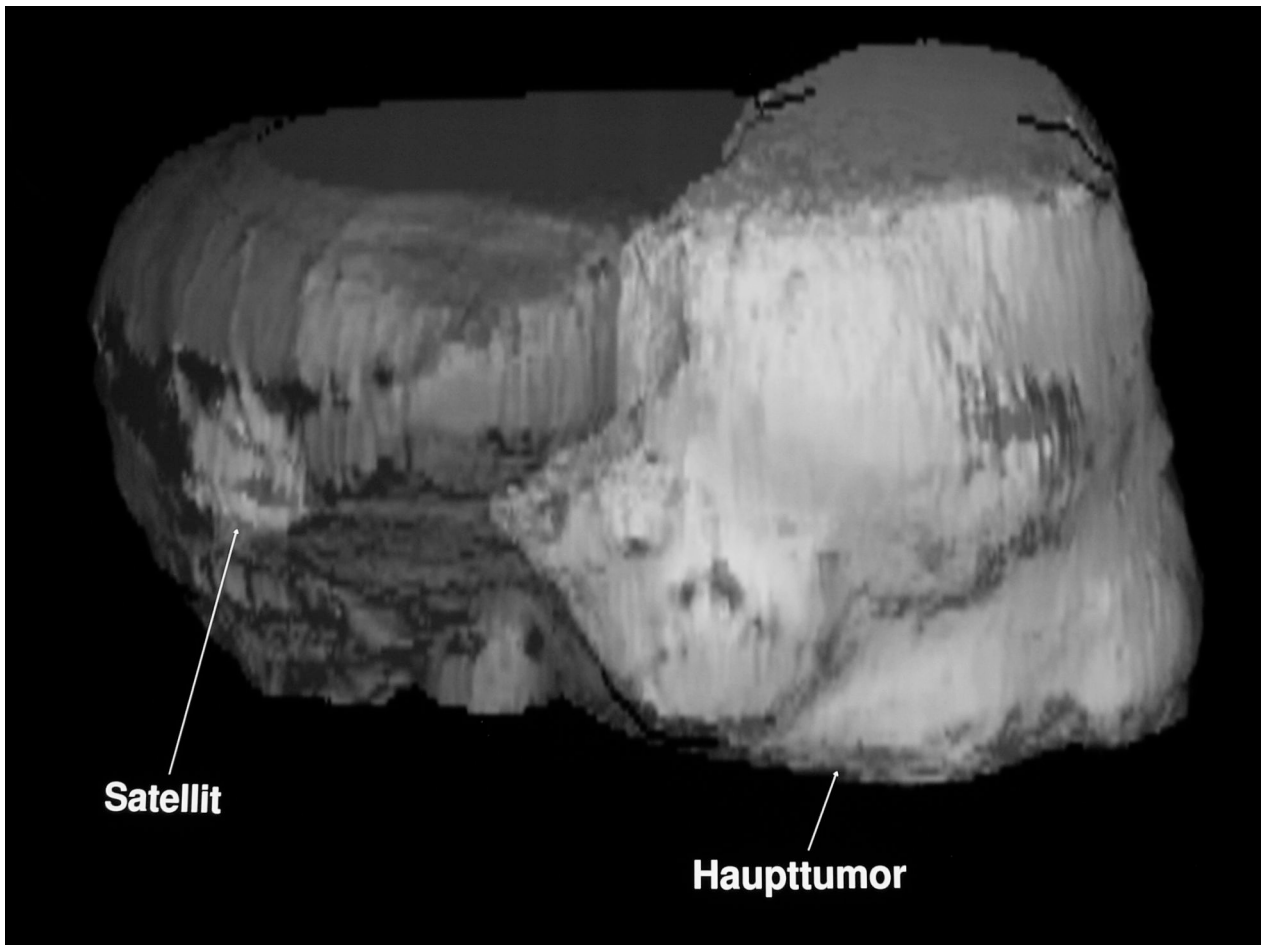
Beispiel für nicht-kugelförmigen und kugelförmigen Tumor, CT-3D-Rekonstruktion, Tumor hell dargestellt, Pat. Nr. 2, vor erster Therapie.
